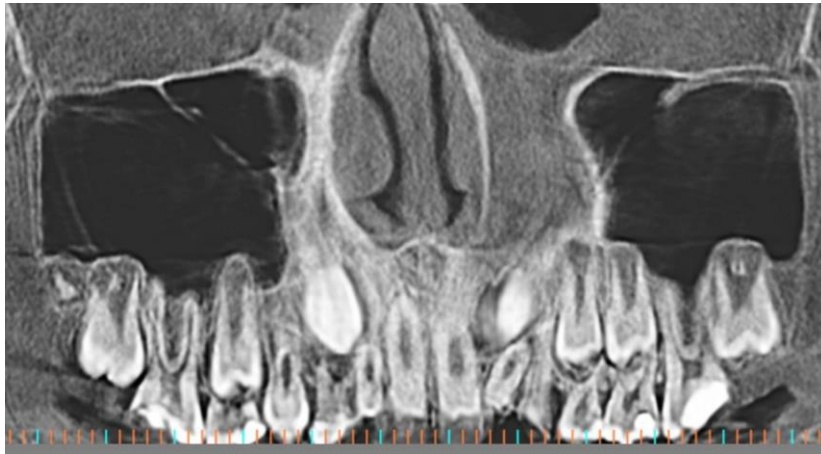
Tomografia inicial: maxila total (A) e detalhe da transposição do dente 23.
